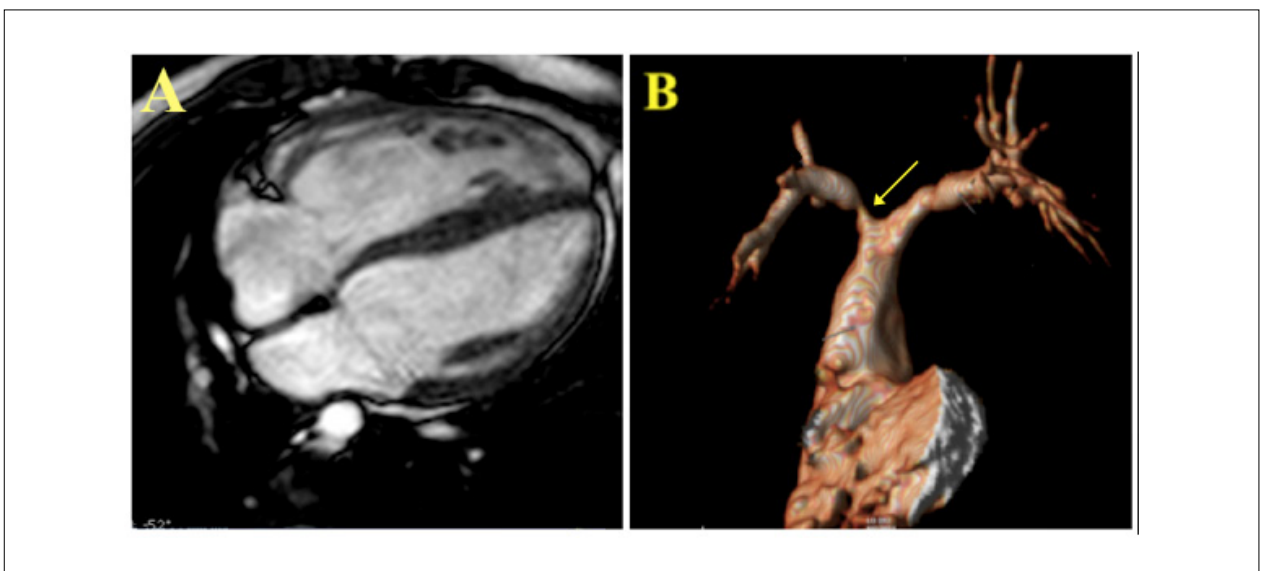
Paciente masculino, 17 anos, pós-operado de tetralogia de Fallot. Pode-se observar aumento de cavidade de VD e da espessura de suas paredes em cine-RM (A), além de redução luminal importante em origem de artéria pulmonar direita pela angio-RM (B - seta).
